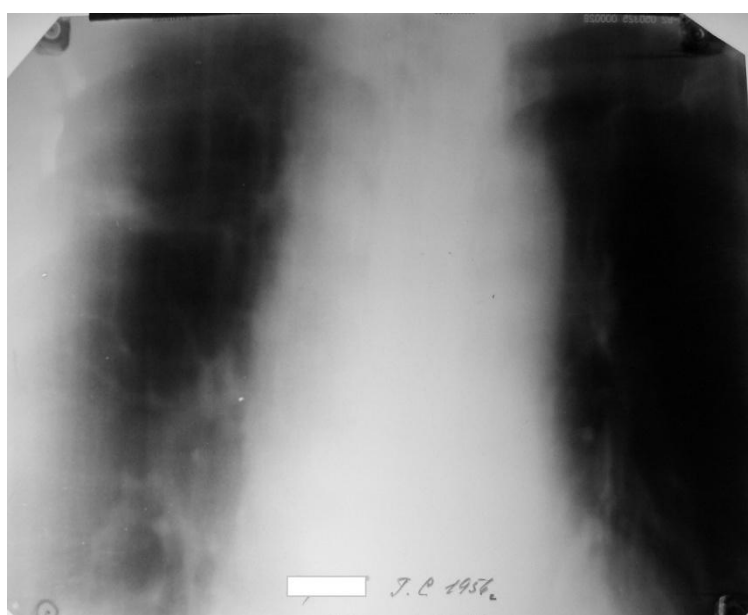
Томограмма легких больного Д. на момент выписки из стационара. Полости распада в S1,2 обоих легких не визуализируются (CV-, БК-).
